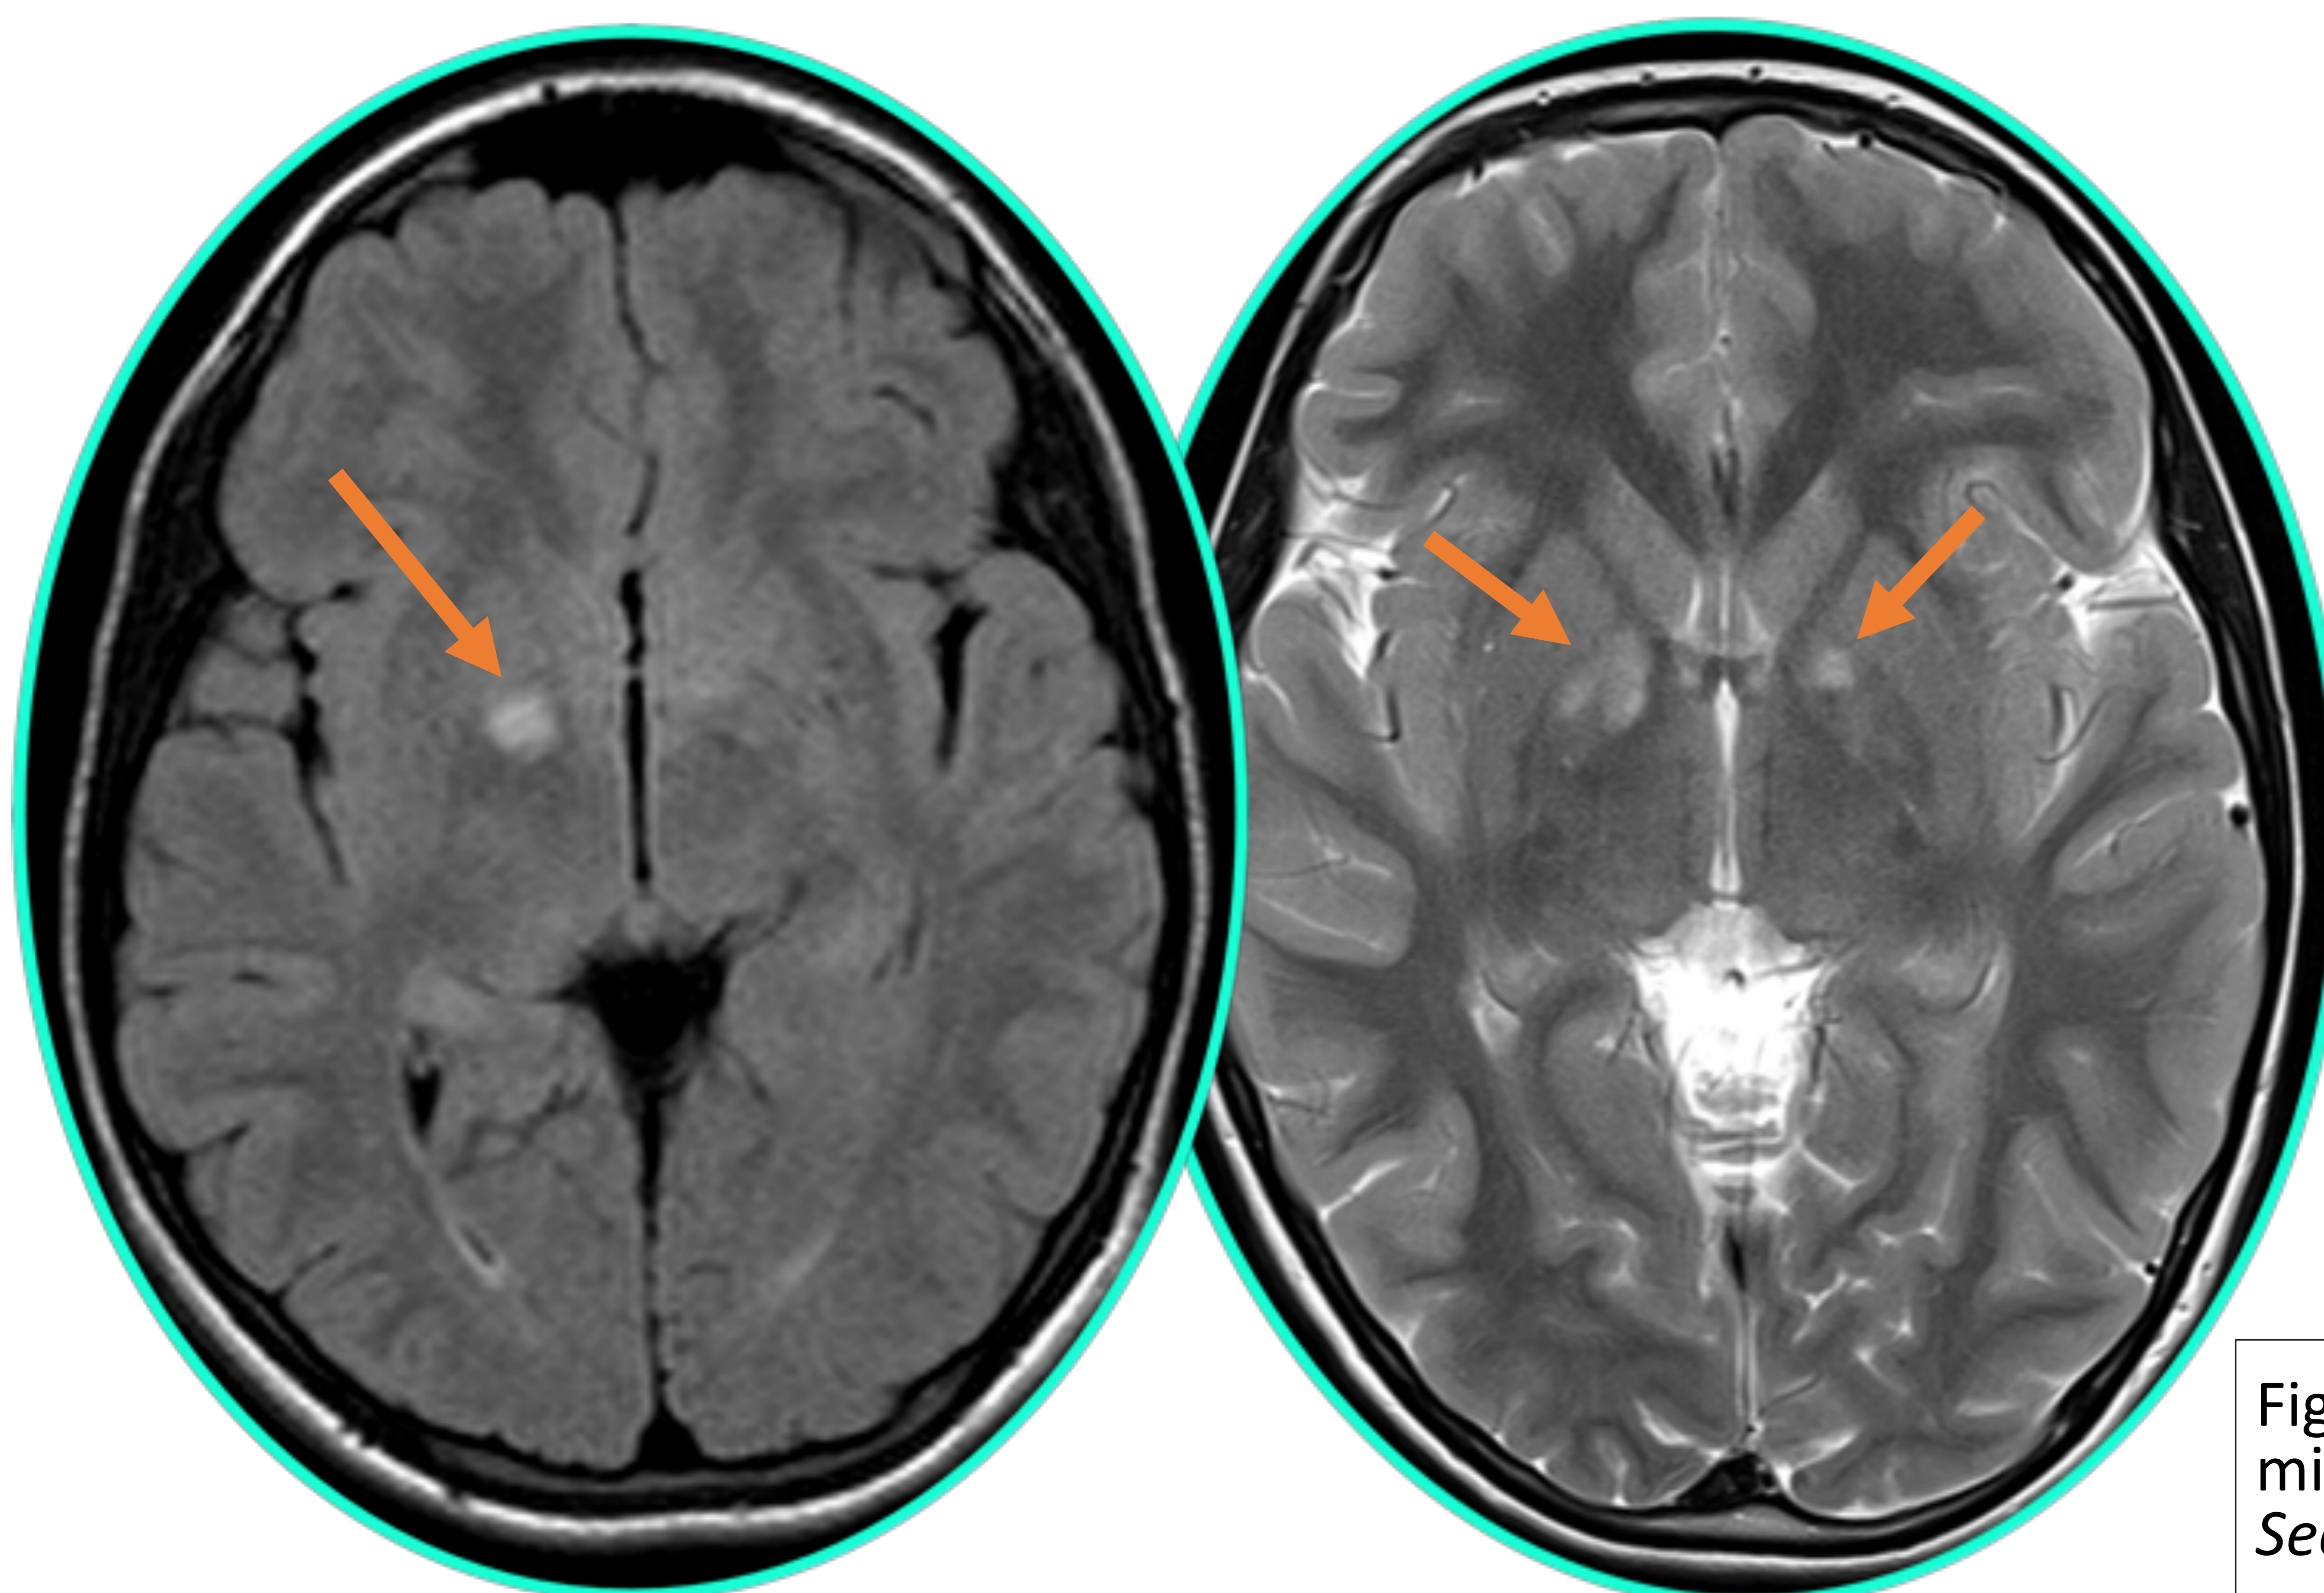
Focos de vacuolización mielínica en globos pálidos. Secuencias: axial FLAIR y T2.
